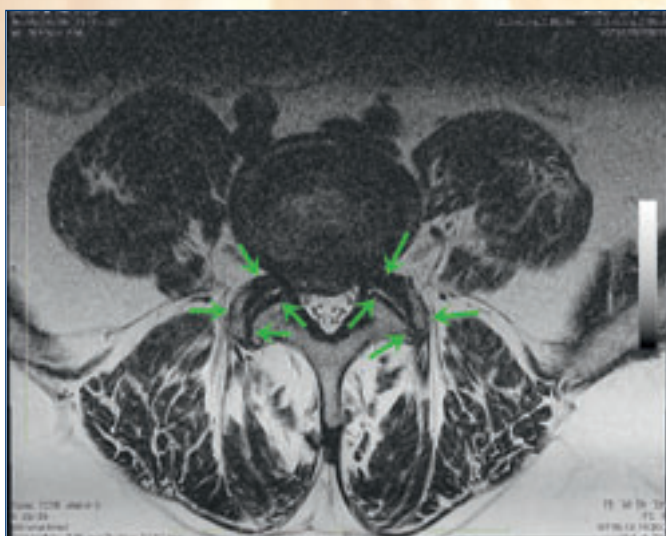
Spondylarthrose und Bildgebung: a) Kontaktsklerose der Facettengelenke im Nativ-Rx LWS seitlich; b) Facettengelenkserguss als typischer MRI-Befund.
